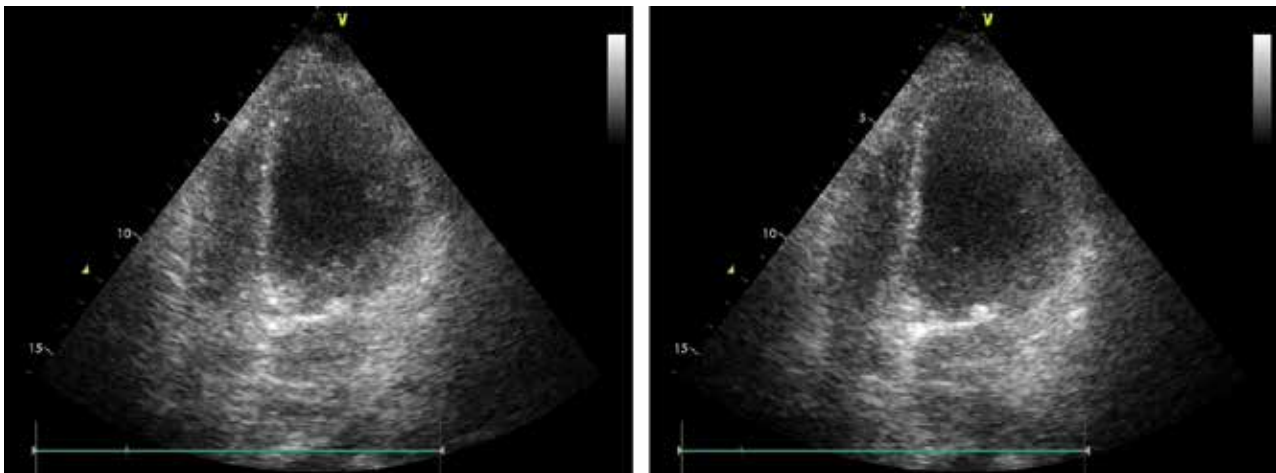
Ecocardiografía transtorácica vista de cuatro cámaras un día después de la cirugía, nótase hipercontrabilidad de los segmentos basales durante la sístole con anomalías en la motilidad de los segmentos medio y apica. (A) en sístole y (B) en diástole
